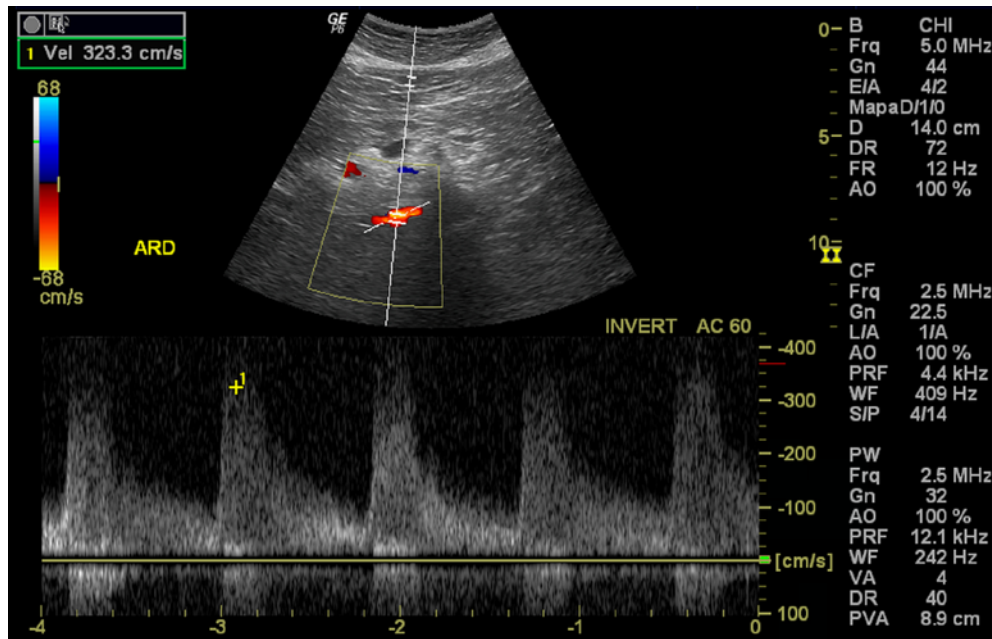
Modo Doppler colorido e pulsado da artéria renal direita com *stent* (plano axial)
